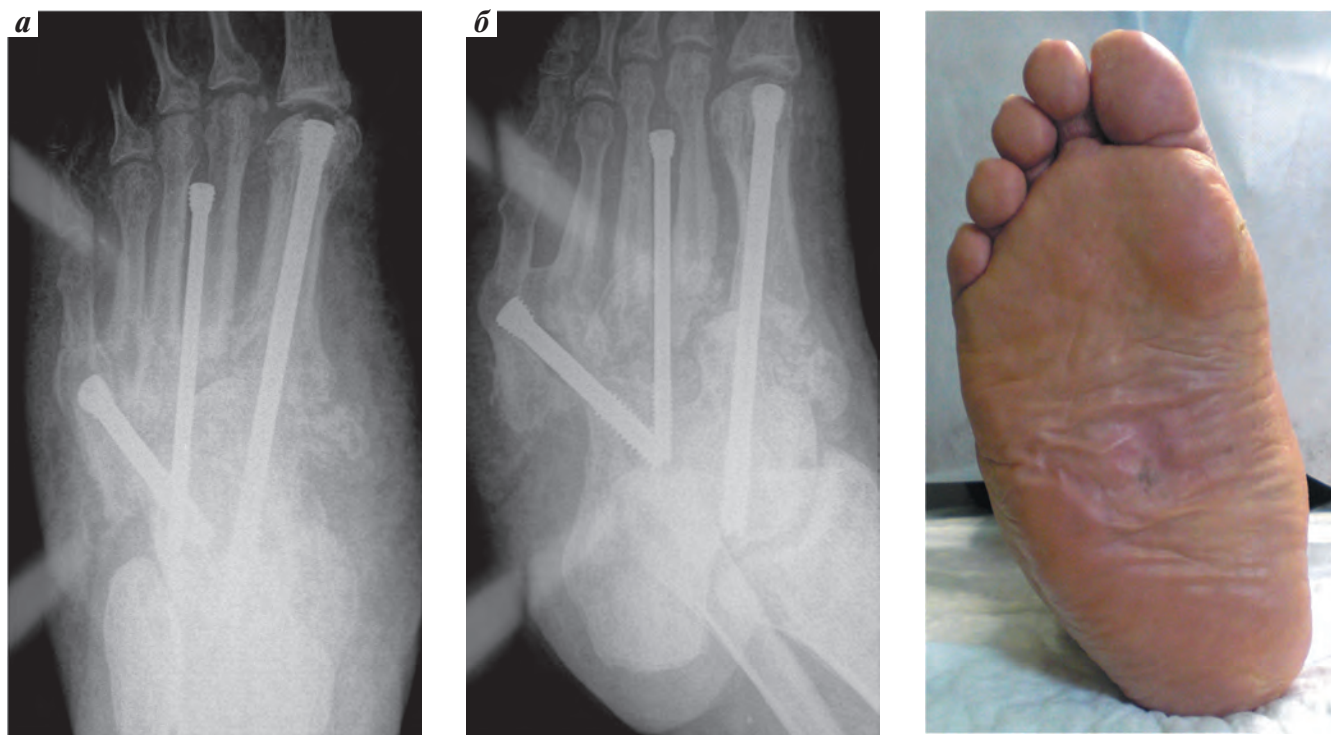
Рентгенограмма правой стопы больной Б. после погружного металлоостеосинтеза 3 позиционными винтами: а – прямая проекция; б – косая проекция
